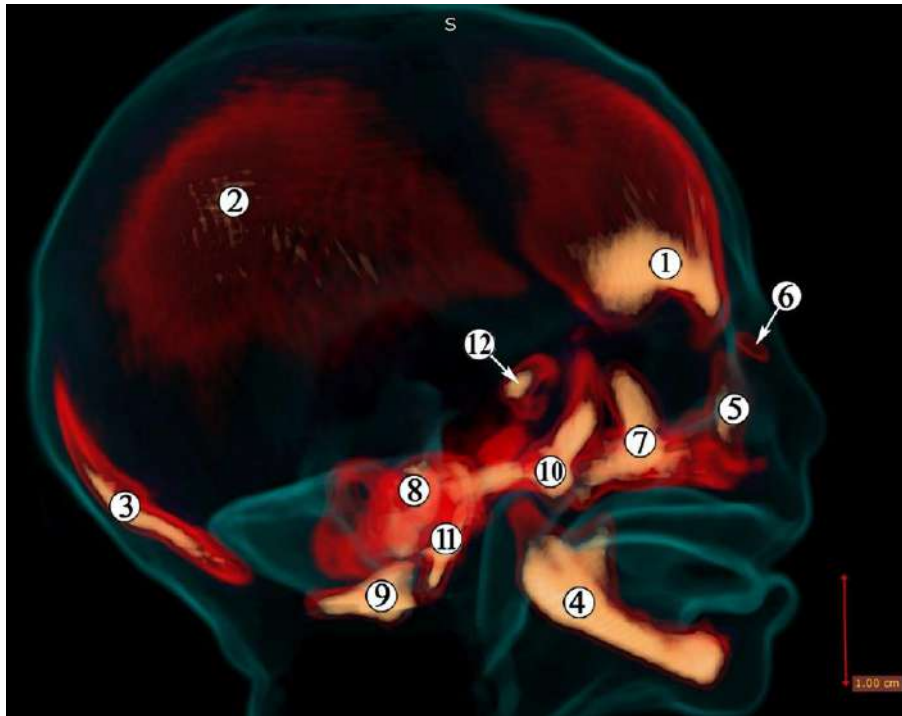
3D-реконструкція КТ голови 7-місячного плода людини. Права бічна проекція. Жовтим кольором відзначені ділянки підвищеної мінералізації – осередки осифікації. Зб. x2:
